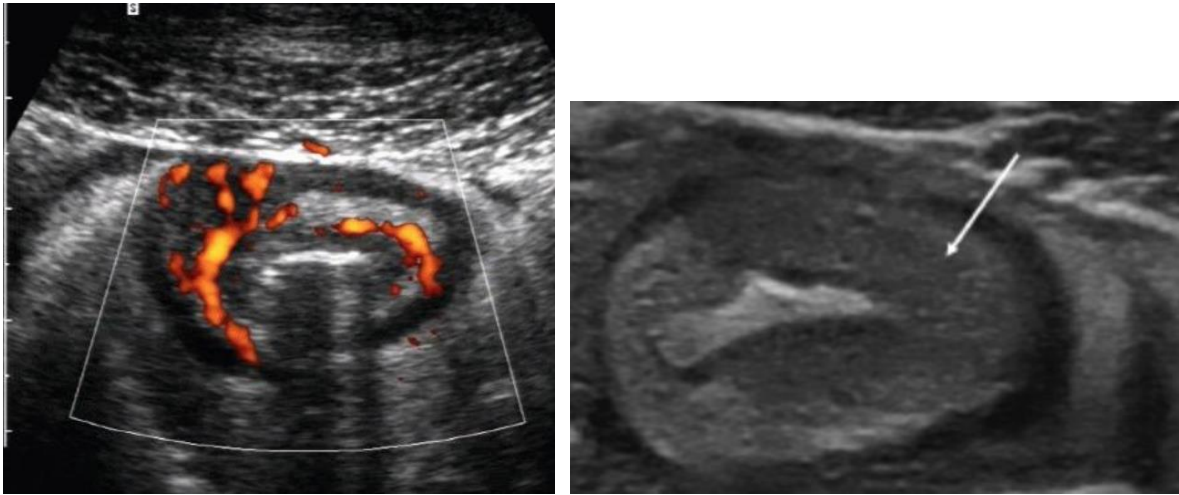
Hyperhémie au doppler et épaissement pariétal en échographie.
